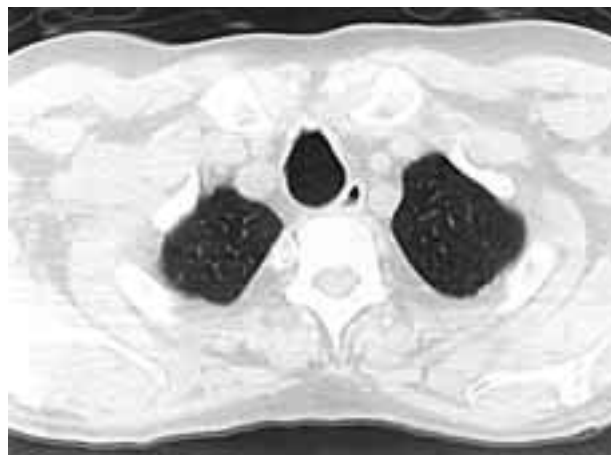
Particolare della TC del torace a livello della trachea.
